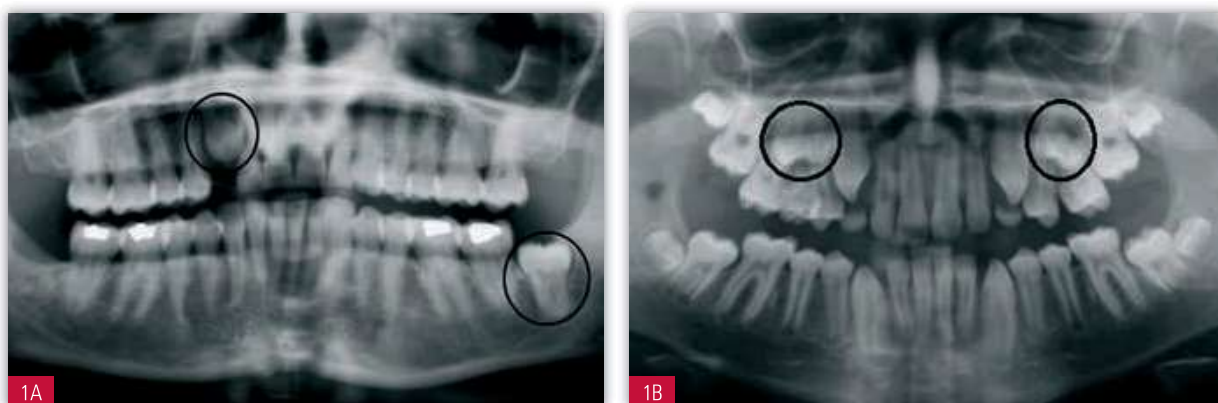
A) Radiografía panorámica donde se observa la inclusión ectópica de los dientes 1.3 y 3.8. B) Radiografía panorámica inclusión heterotópica de los segundos premolares maxilares en un paciente de 12 años de edad.
